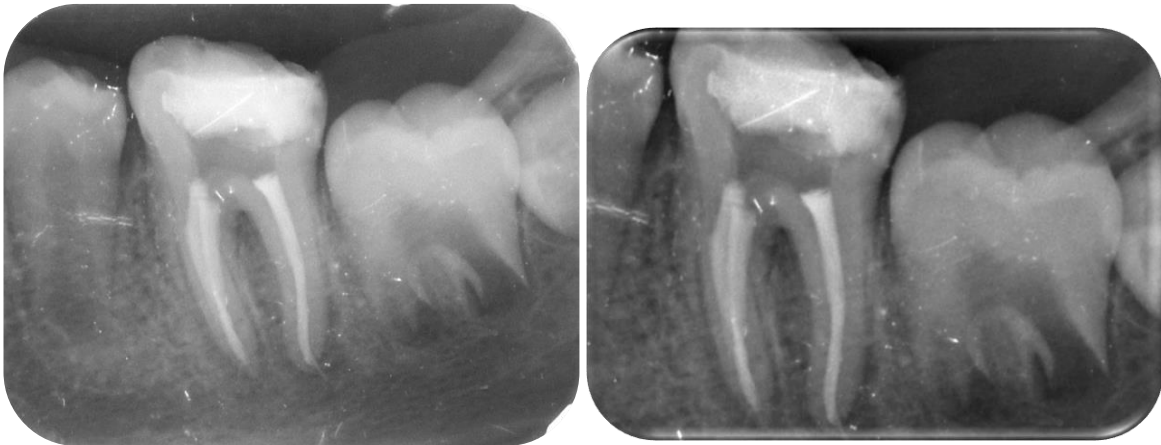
Radiografía final (fuente propia).
